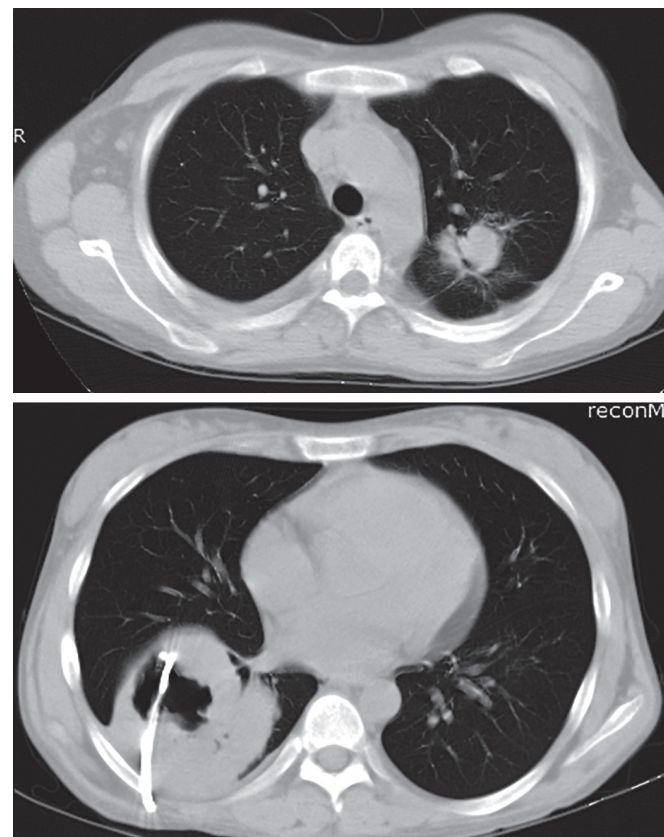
КТ-исследование № 2. В верхней доле левого легкого сохраняется инфильтрат без изменения размеров и формы с перифокальными участками уплотнения легочной ткани по типу симптома «гало». В нижней доле левого легкого визуализируется полость с неравномерно утолщенными стенками, в которую установлен дренаж
